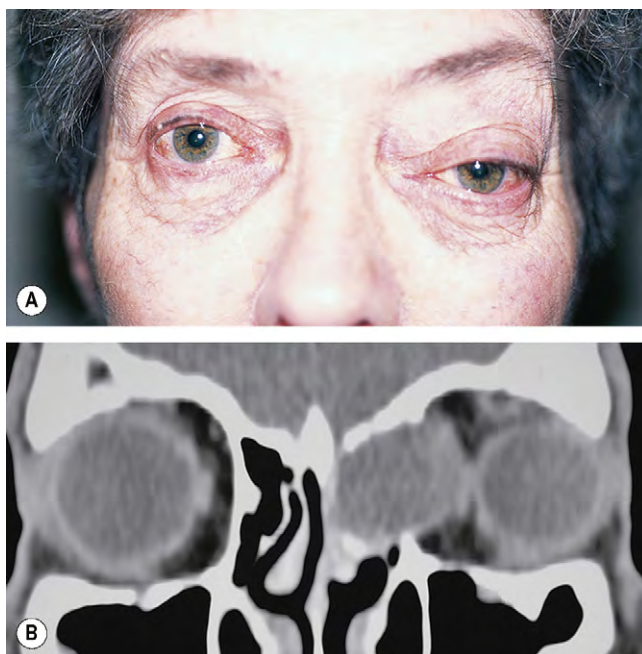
(A) Mucocele del seno etmoidal izquierdo que origina distopia; (B) la TC coronal muestra afectación orbitaria e indentación del recto medio coronal.
